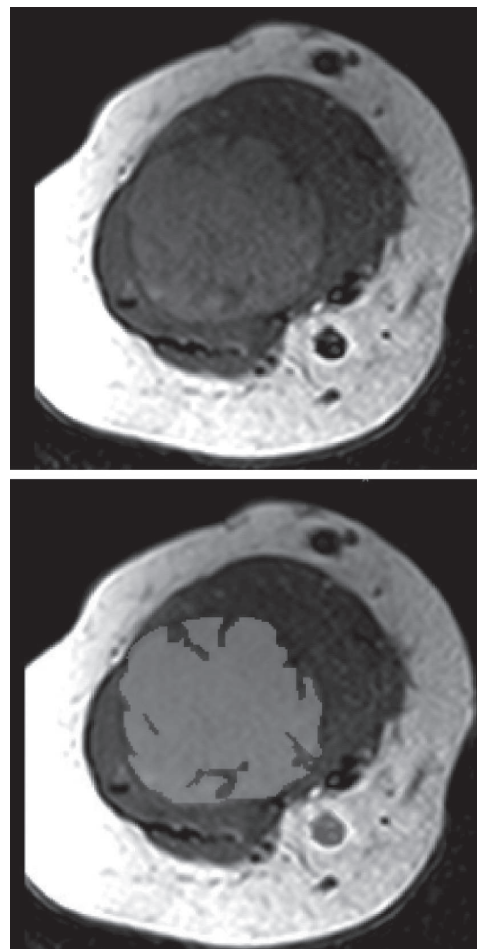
Етап виділення зображення з даних магнітно-резонансної томографії пацієнтки Н. з новоутворенням плечової кістки.
